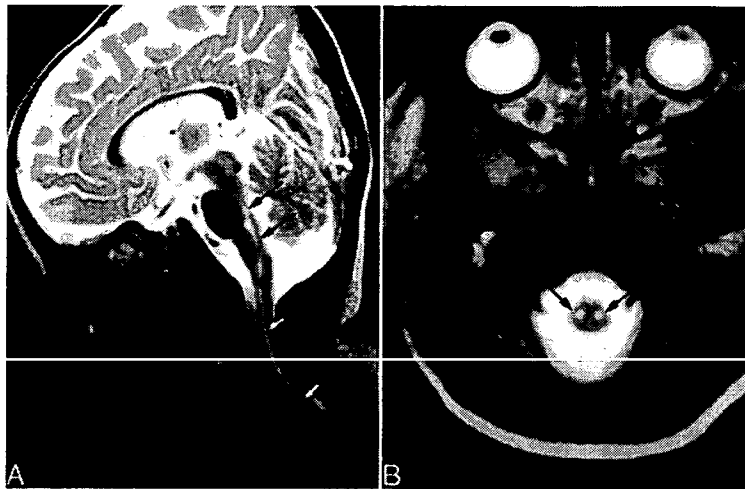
エンテロウイルス71脳幹脳炎のMRI画像 (Shen WC et al, 1999<sup>9)</sup>より転載)
